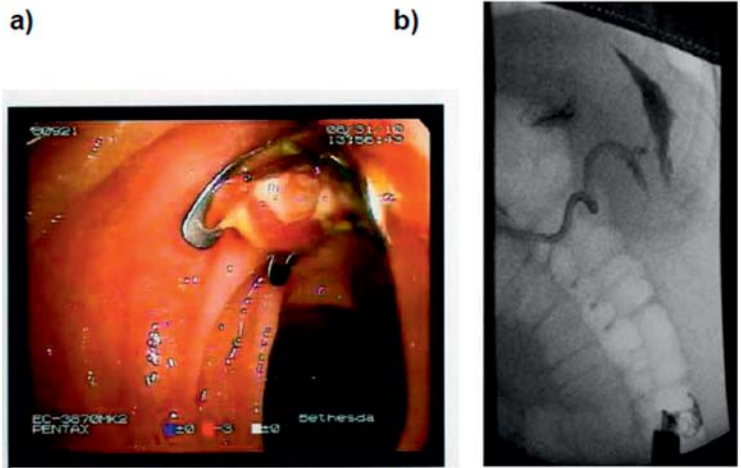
OTSC® auf der internen Fistelöffnung nach vier Tagen in situ – kein Durchtritt von Farblösung oder Kontrastmittel in der Endoskopie a) und Radiographie b).
